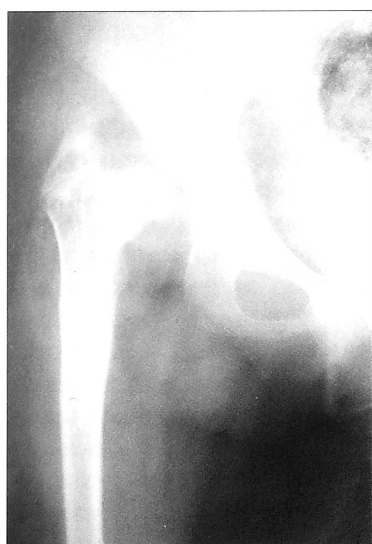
Рентгенограмма больного с частичным дефектом эпифиза головки бедренной кости.
